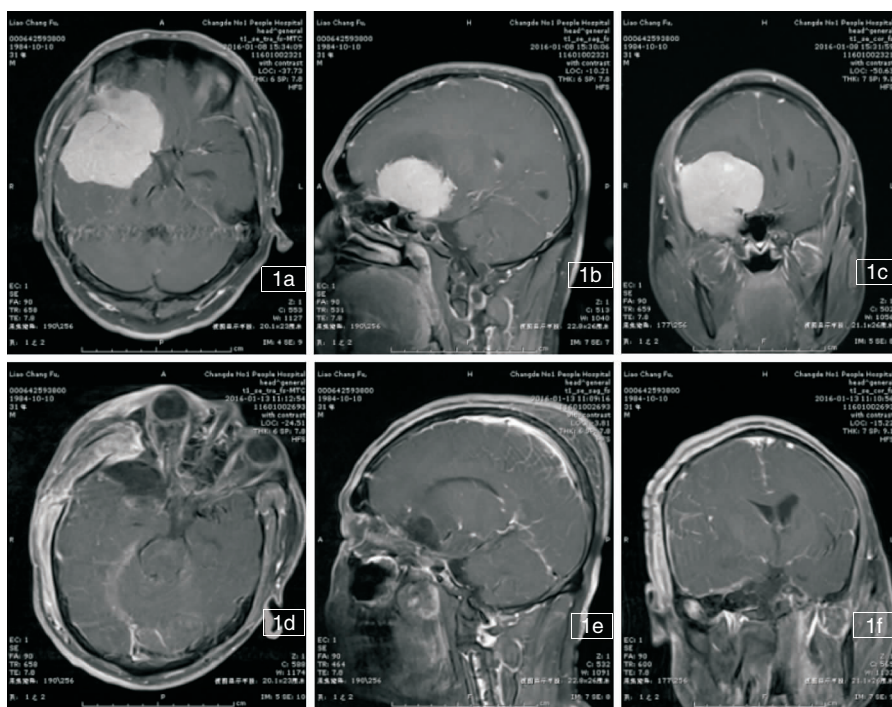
患者,男性,31岁,术前颅脑MRI增强提示右侧蝶骨嵴区均匀强化、边界清楚占位性病变。1a术前轴位;1b术前矢状位;1c术前冠状位,术后第5天颅脑MRI增强扫描提示右侧蝶骨嵴区占位性病变全切;1d术后轴位;1e术后矢状位;1f术后冠状位
